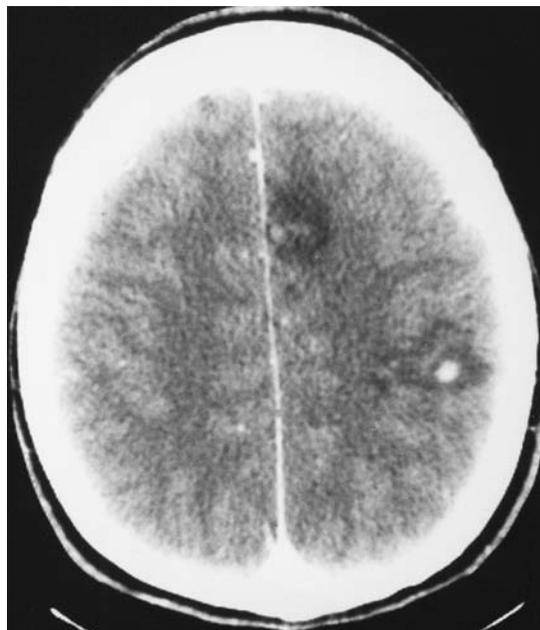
10-летняя девочка с НФ1, сопровождающимся недавно начавшимися правосторонними парциальными моторными припадками. На верхнем рисунке: на КТ видны области пониженной плотности, расположенные в левом полушарии, с повышенным контрастированием в центре задней части. На нижнем рисунке: на снимке МРТ в T2-режиме (коронарный срез) видно усиление сигнала в переднемедиальной области слева. В дальнейшем было удалено две опухоли (астроцитомы I–II степени) с полным устранением припадков на один год.
